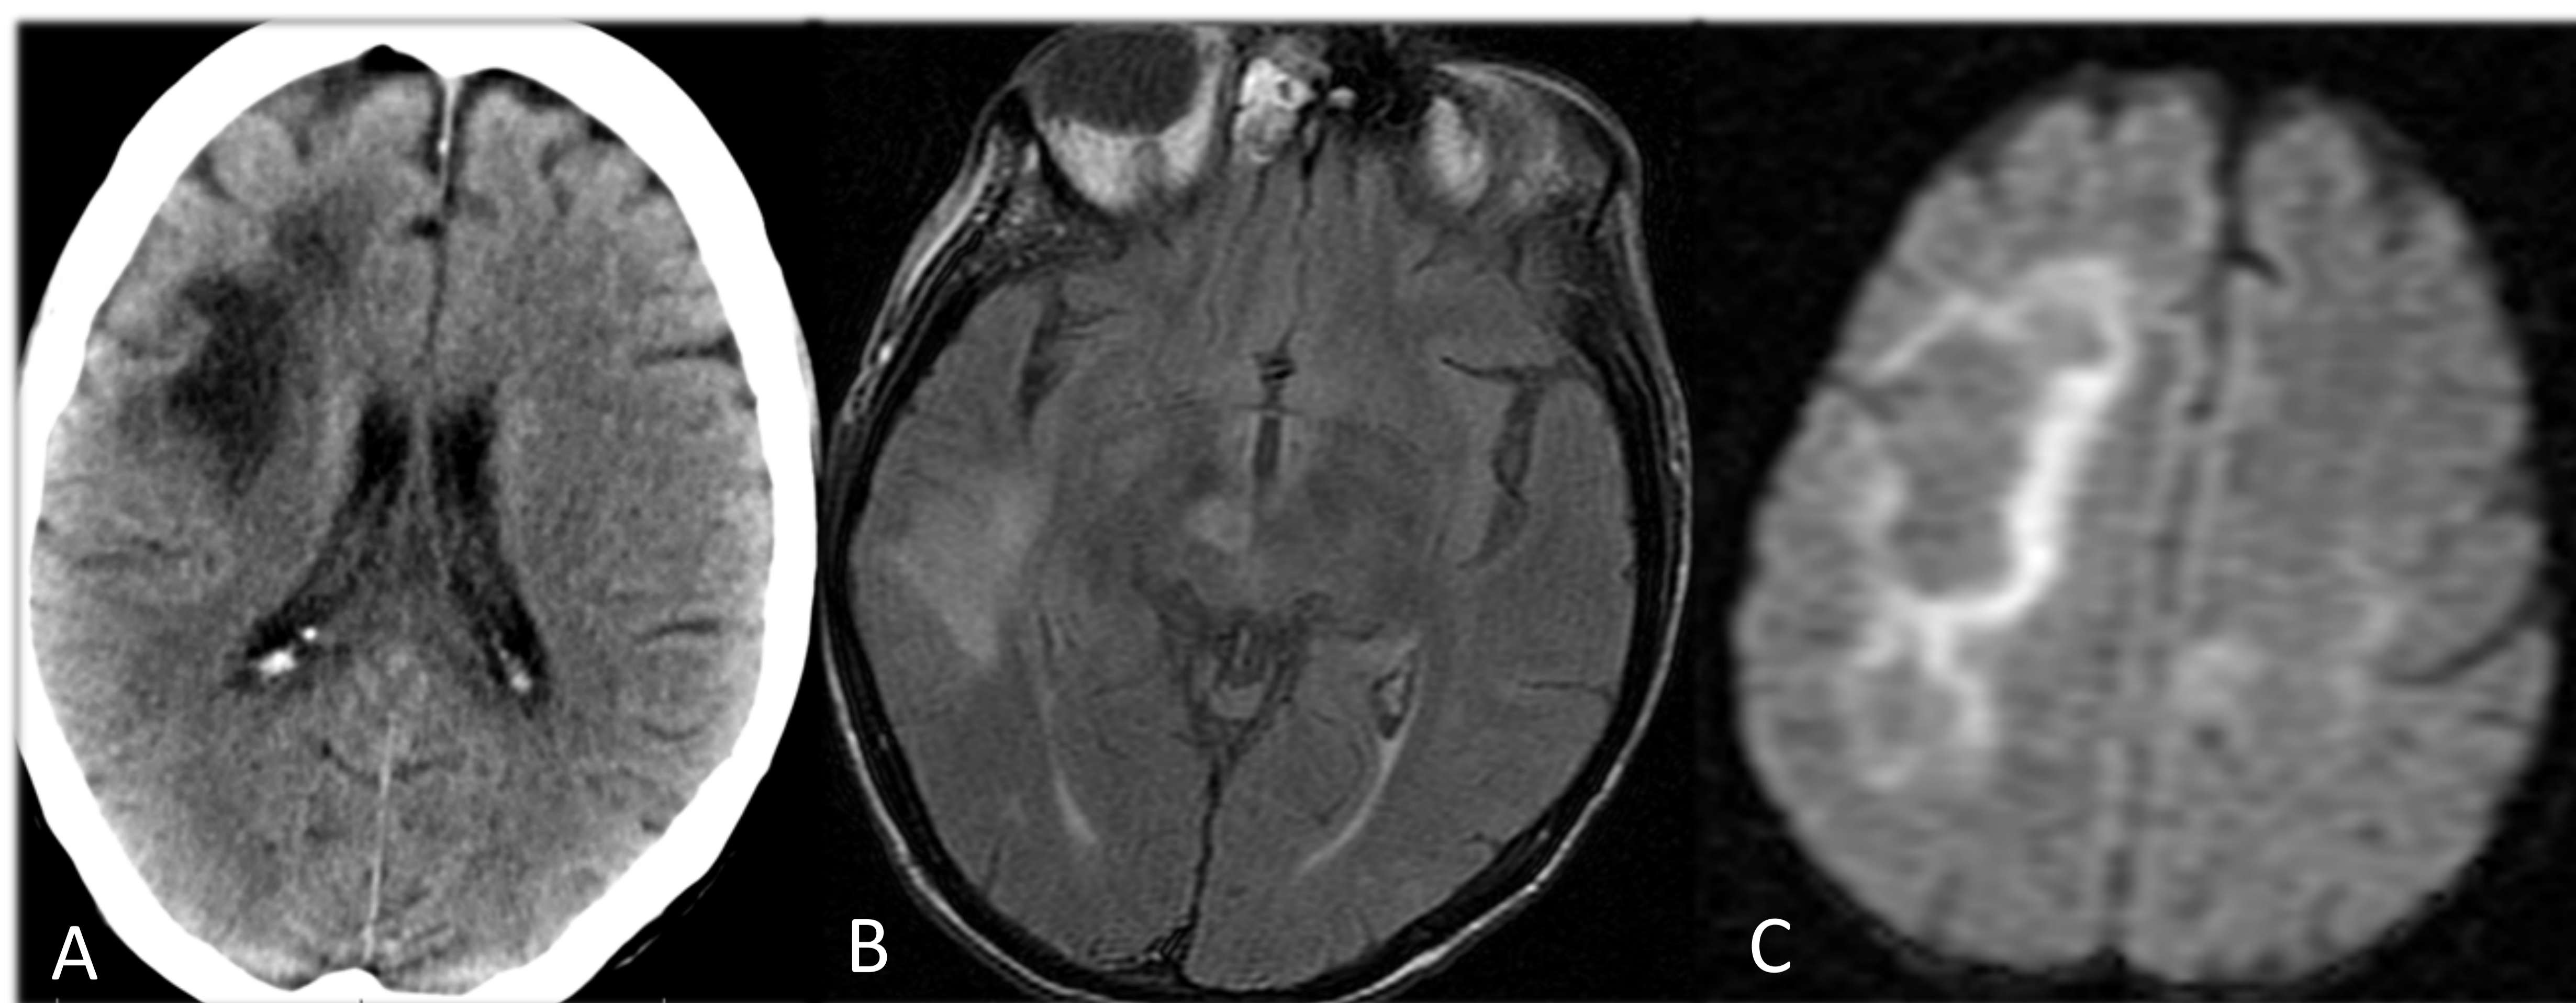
LEUCOENCEFALOPATÍA MULTIFOCAL PROGRESIVA. A: TC sin CIV. Hipodensidad de morfología digitiforme en sustancia blanca frontal derecha. B: RM FLAIR. C: RM DIFUSIÓN. Hiperintensidad en sustancia blanca temporal en FLAIR con restricción a la difusión hídrica periférica.
